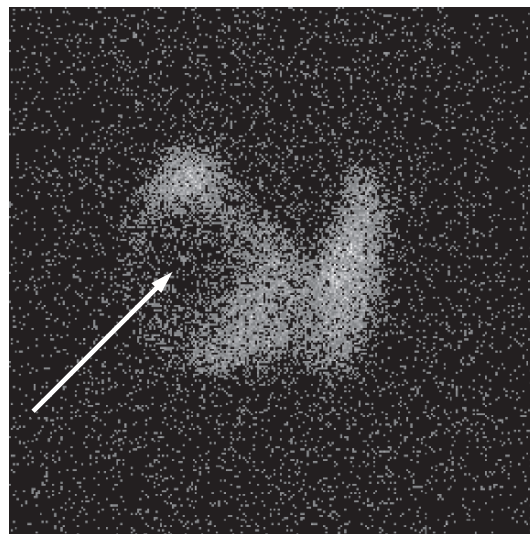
Aspect d'un nodule froid sur une scintigraphie thyroïdienne.
